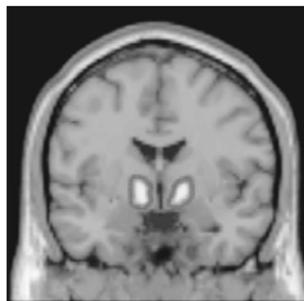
Das Belohnungszentrum „bei der Arbeit“, wie es sich in der funktionellen Magnetresonanztomografie darstellt (fMRT) (aus: Spitzer 2008).
